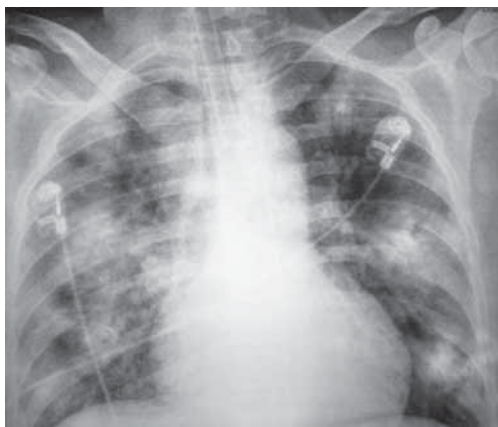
Фронтальная рентгенограмма грудной клетки
